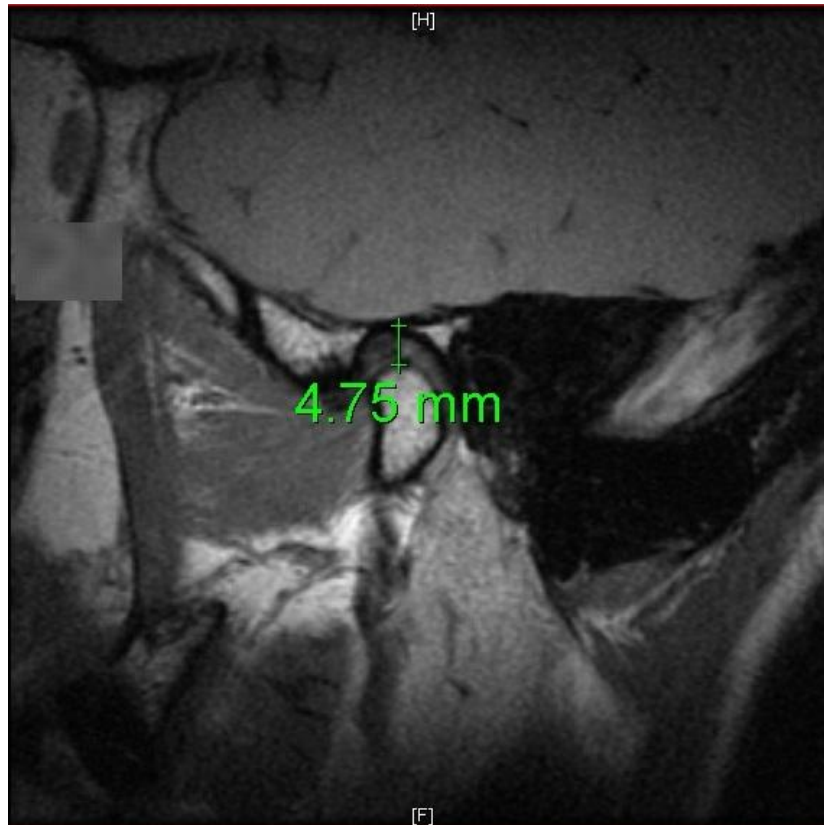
Mensuração do tamanho do espaço articular (D2) em IRM.
